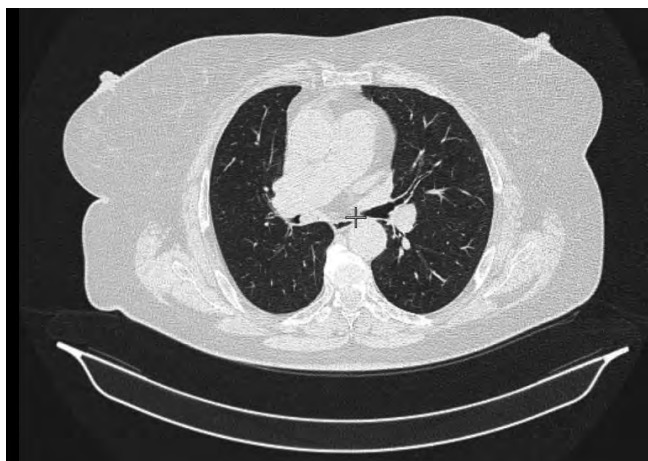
МСКТ аксиальный скан образования правого главного бронха
